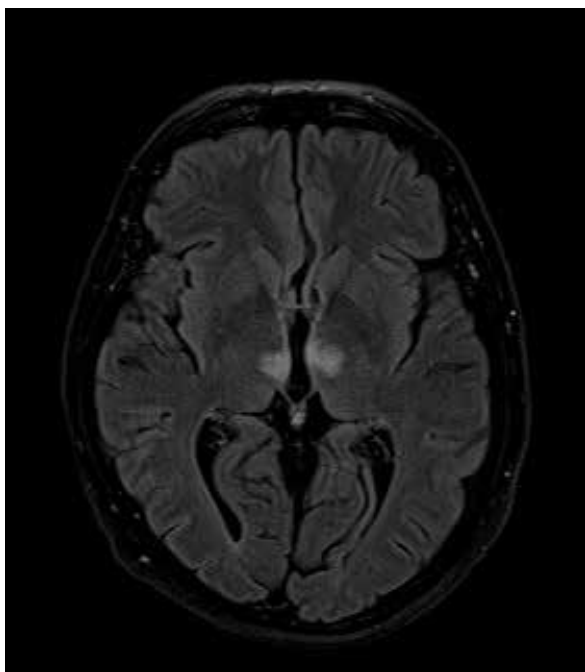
Εικόνα 1Α. Diffusion Weighted Imaging (DWI)
